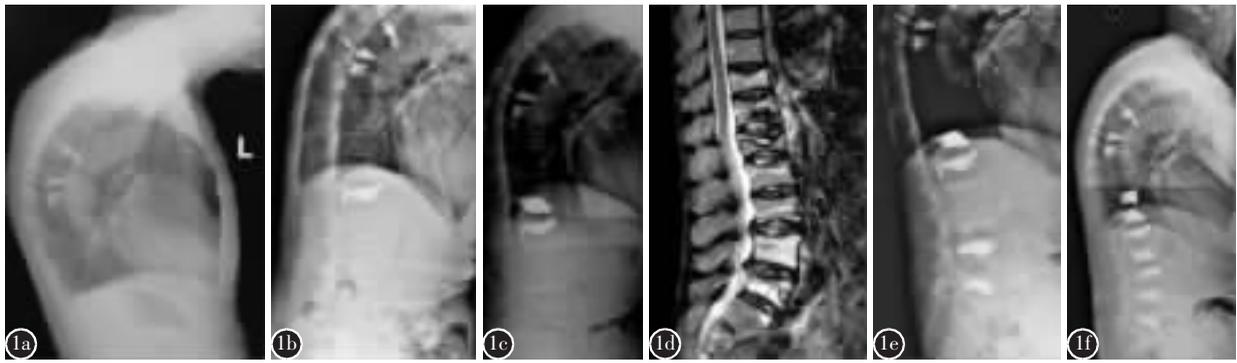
老年女性患者,74 岁,严重骨质疏松症($T=-5.8SD$) a 07 年 6 月 8 日因 T5、T7、T8 椎体骨折行第 1 次手术(PVP), T5、T7、T8 椎体强化术后 b 08 年 3 月 10 日患者因 L1 椎体骨折行第 2 次手术(PKP),T5、T7、T8、L1 椎体强化术后改变 c 2008 年 3 月 31 日 T12 椎体新发骨折行第 3 次手术(PKP),T5、T7、T8、T12、L1 椎体强化术后 d 2009 年 3 月 26 日 MRI 示 T11、L2、L3、L4、L5 椎体压缩性骨折(亚急性),术前 MRI 压脂扫描 T11、L2、L3、L4、L5 椎体内见高信号 e、f 09 年 4 月 3 日行 L4、L5 手术(PKP), 09 年 4 月 9 日行 T11、L2、L3 手术(PKP),T5、T7、T8、T11、T12、L1、L2、L3、L4、L5 椎体强化术后
